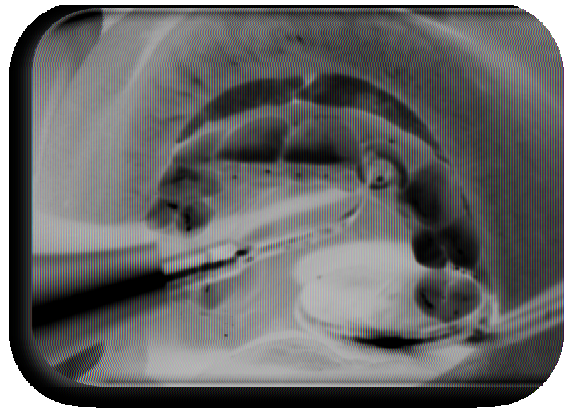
élimination du tenon à l'aide d'ultrasons sur la 12
